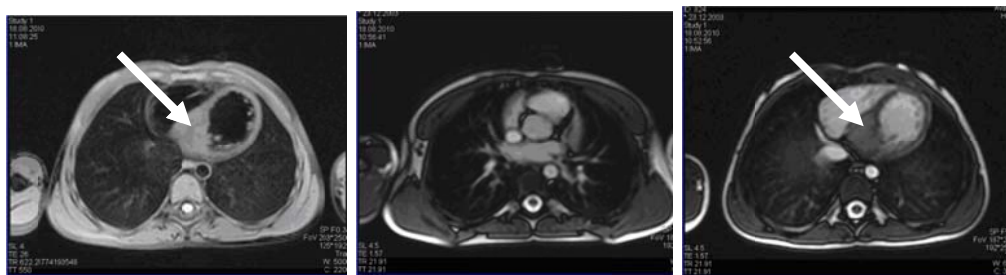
МРТ сердца с внутривенным контрастированием реб. А., 7 лет с опухолью сердца (указано стрелкой) (собственное наблюдение)
